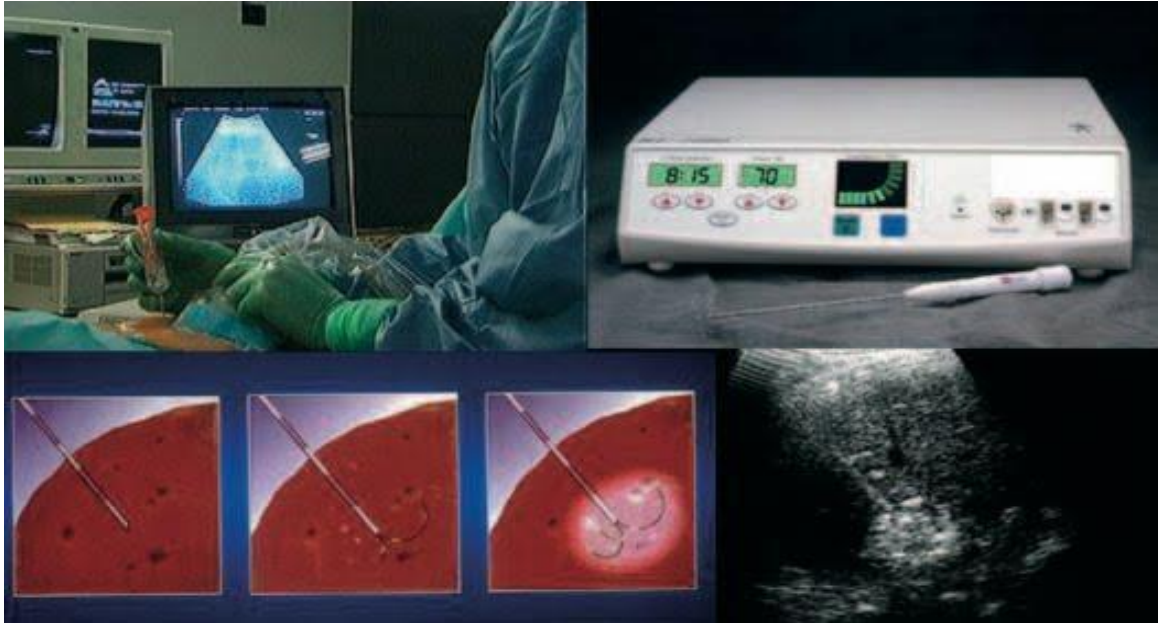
Radiofréquence percutanée : principe, matériel utilisé et image échographique.
